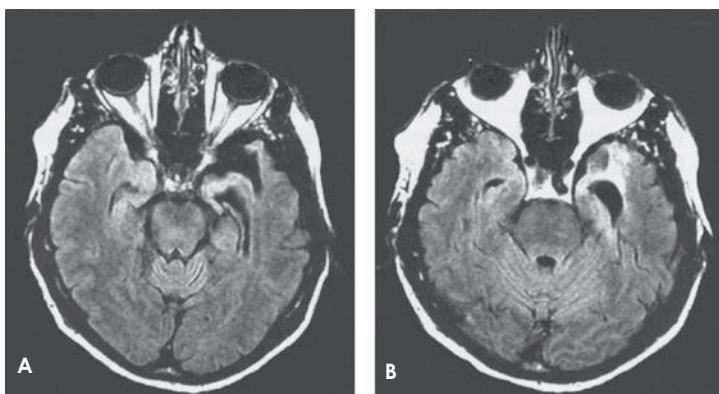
A, B. Imagen por resonancia magnética cargada en T2 mostró una atrofia temporal anterior bilateral, que afectaba desproporcionadamente al lóbulo temporal izquierdo. (Reproducida con autorización de Mendez, M.F., y Cummings, J.L. (2003). *Dementia: A Clinical Approach*, 3 ed. New York: Butterworth- Heinemann, p. 206.)
